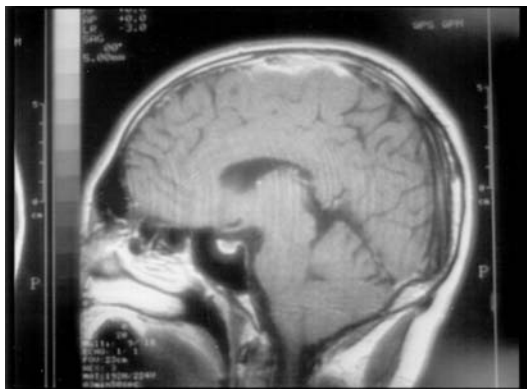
RM. Absceso cerebral otógeno del ápex petroso.
